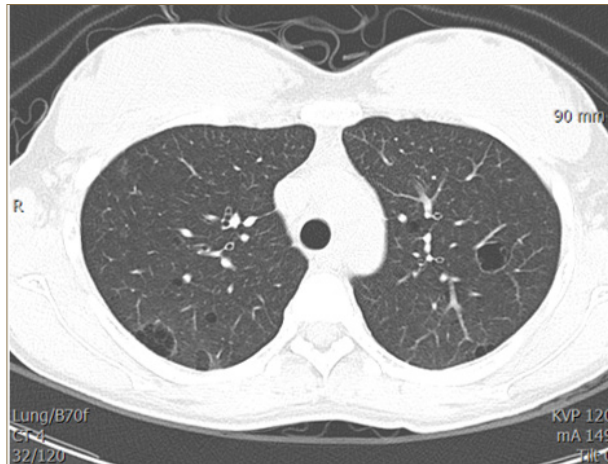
Radiologic pattern of lymphocytic interstitial pneumonia in a patient with Sjogren's syndrome. HRCT image shows multifocal variable-sized, thin-walled, cystic lesions on both lungs.
